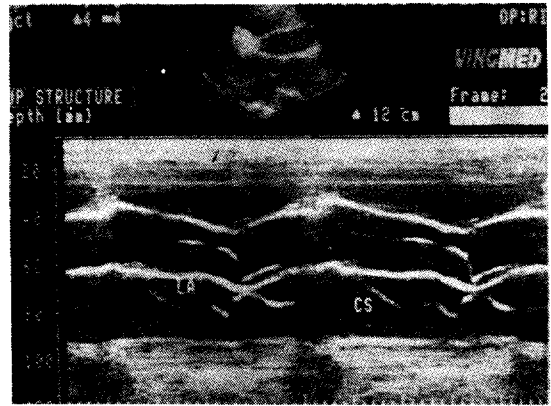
The M-mode of echocardiogram shows decreased size of LA chamber, but the coronary sinus behind the left atrium is abnormally enlarged, and the right ventricle is relatively enlarged compared to left ventricle, at the parasternal long axis view of 2D echocardiography
